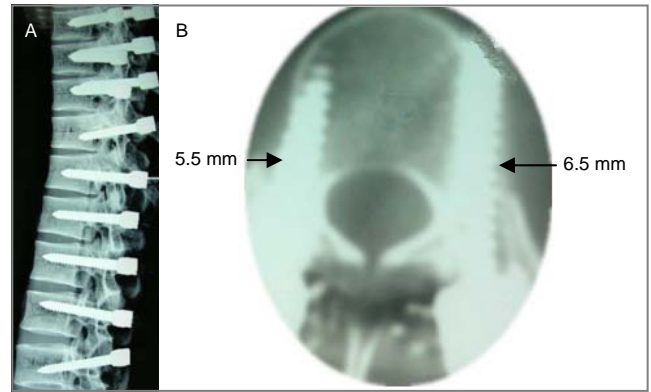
置钉后中上胸椎椎弓根-肋骨复合体的X射线侧位图像及横断面CT图像
